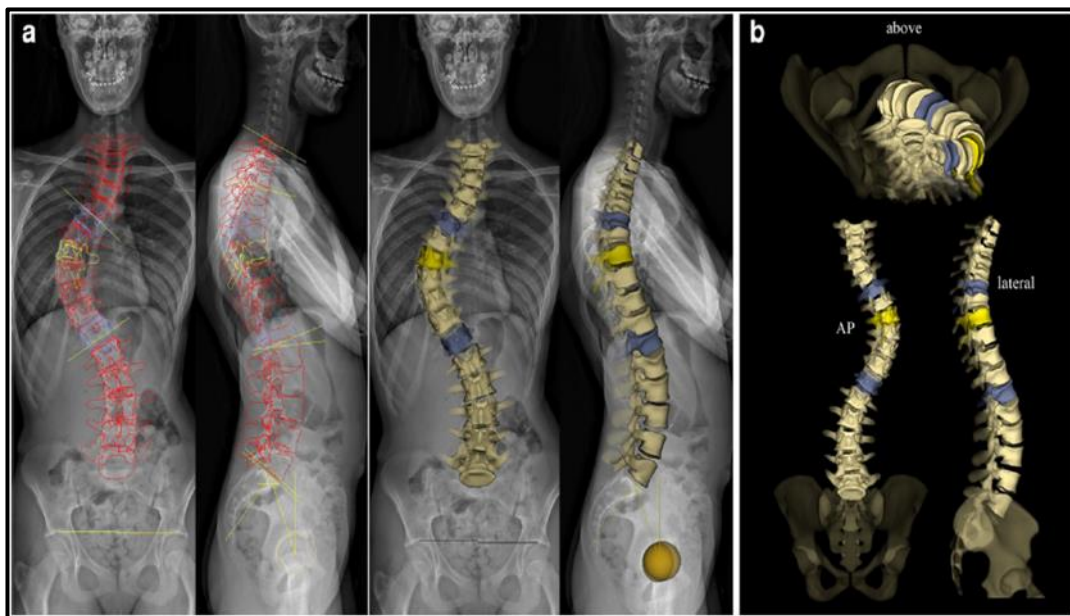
(a) Radiographie de face et profil d'une scoliose, (b) reconstruction 3D (Amzallag-Bellenger et al., 2014).
